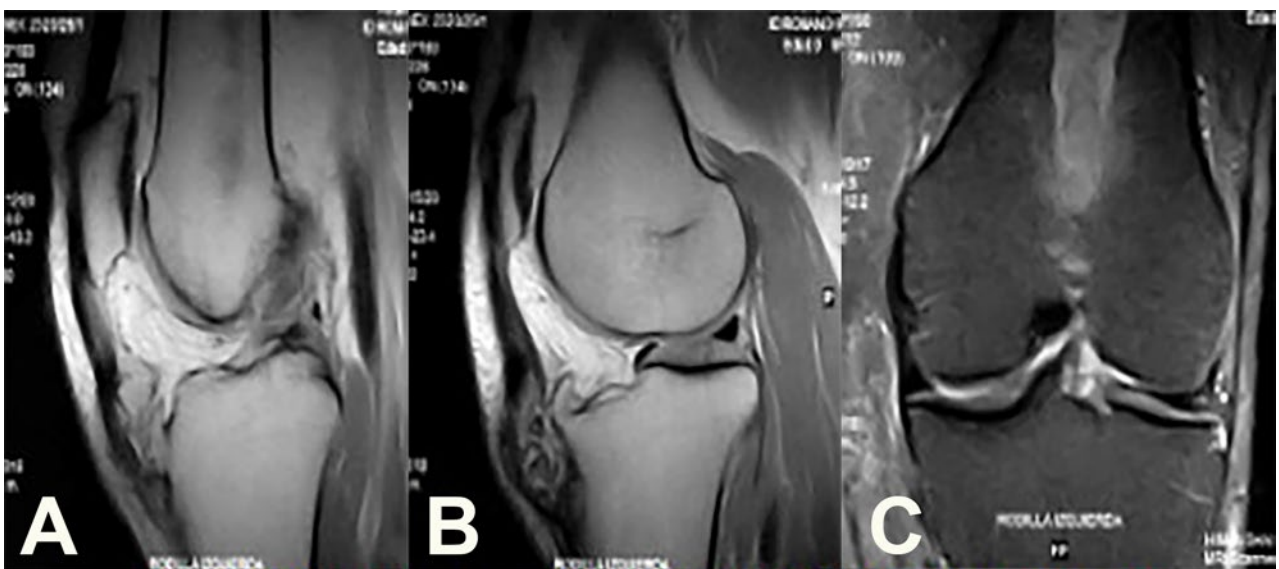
Cortes sagitales de RM en los que se observan las fibras indemnes del tendón rotuliano (4a) y aquellas comprometidas prácticamente en su totalidad por la tumoración (4b). En el corte coronal (4c) se observa la imagen característica de una displasia fibrosa en fémur distal.
